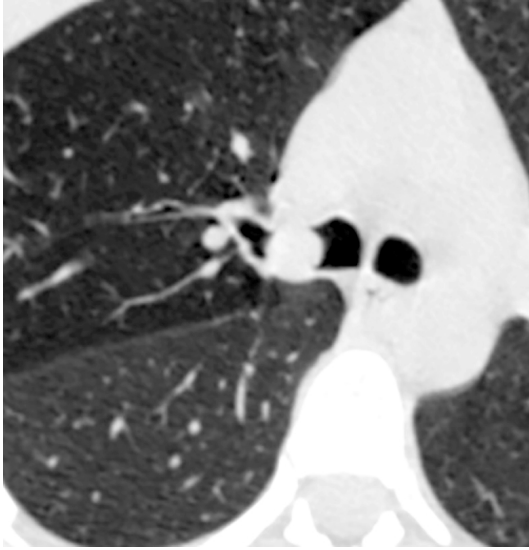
Комп'ютерна томограма пацієнта з ендобронхіальним карциноїдом правого головного бронха.
